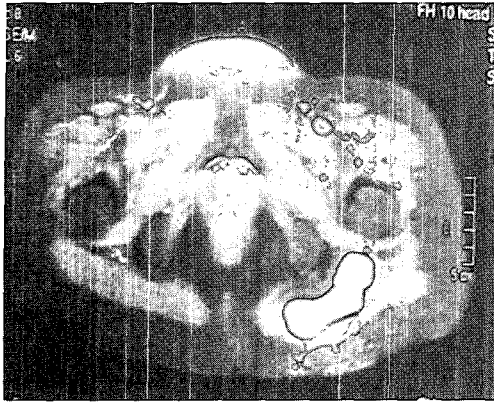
MRI of Pevis. The axial view, PDW performed at 2003-10-25
